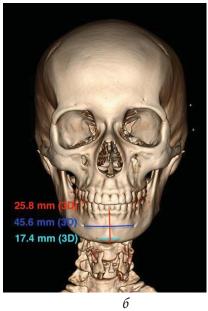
Компьютерная томограмма головы пациента. Высота подбородка между центральными резцами (красная линия), ширина между подбородочными отверстиями (синяя линия), ширина между подбородочными выступами (зеленая линия): a-y мужчин, b-y женщин
